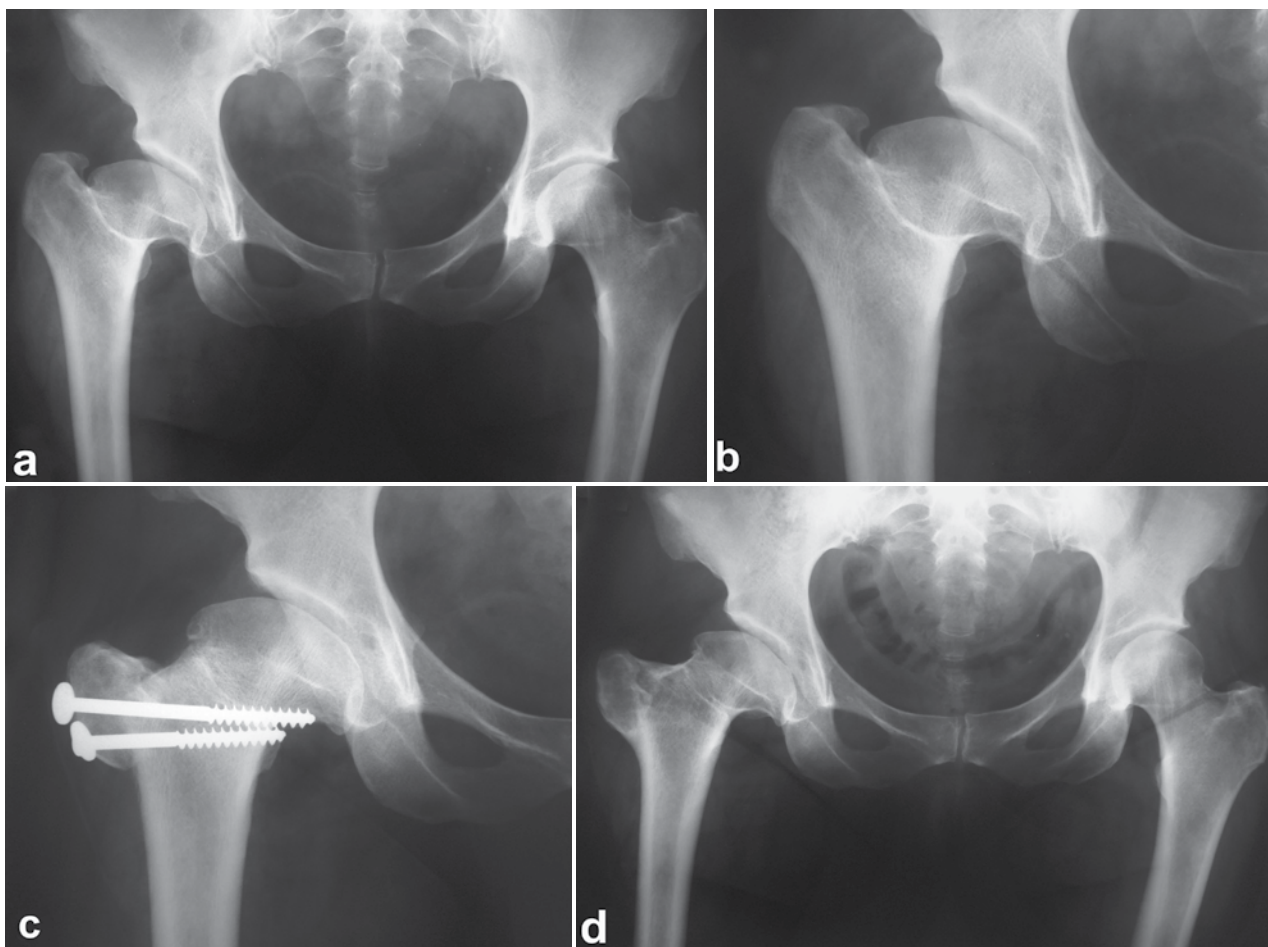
Paciente de 51 anos com seqüela de doença de Legg-Calvé-Perthes à direita. Radiografia da bacia (a) e do quadril (b) no pré-operatório; um mês após a osteotomia (c); 3 anos após a osteotomia (d), após a retirada do material de síntese. Observe a manutenção do espaço cartilaginoso.
